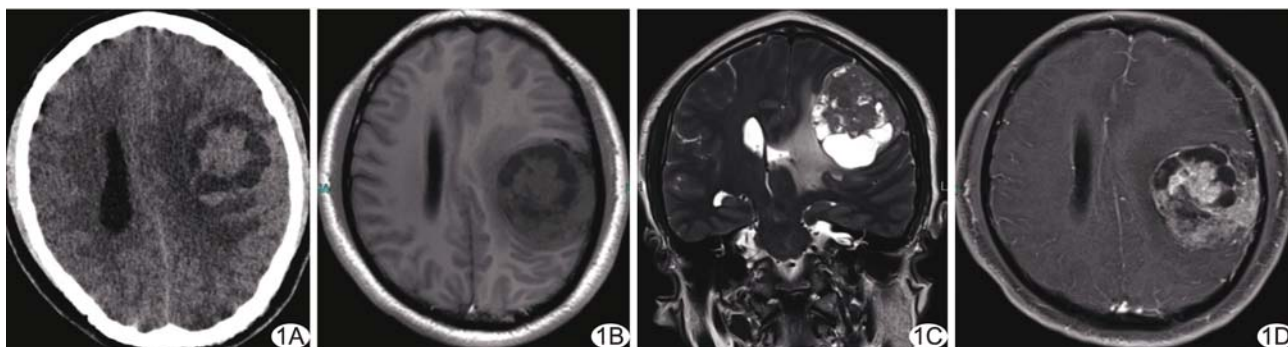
混合型脑膜瘤影像学表现 A. CT 平扫示左侧额顶叶囊实性肿块, 周围见水肿区, 中线结构右偏; B~D. MR 示左侧额顶部囊实性肿块, 实性部分 T1WI 呈等信号(B)、T2WI 为等高信号(C), 囊状信号位于肿块内, 增强扫描病灶明显不均匀强化, 相邻脑膜亦见增厚、强化(D)
